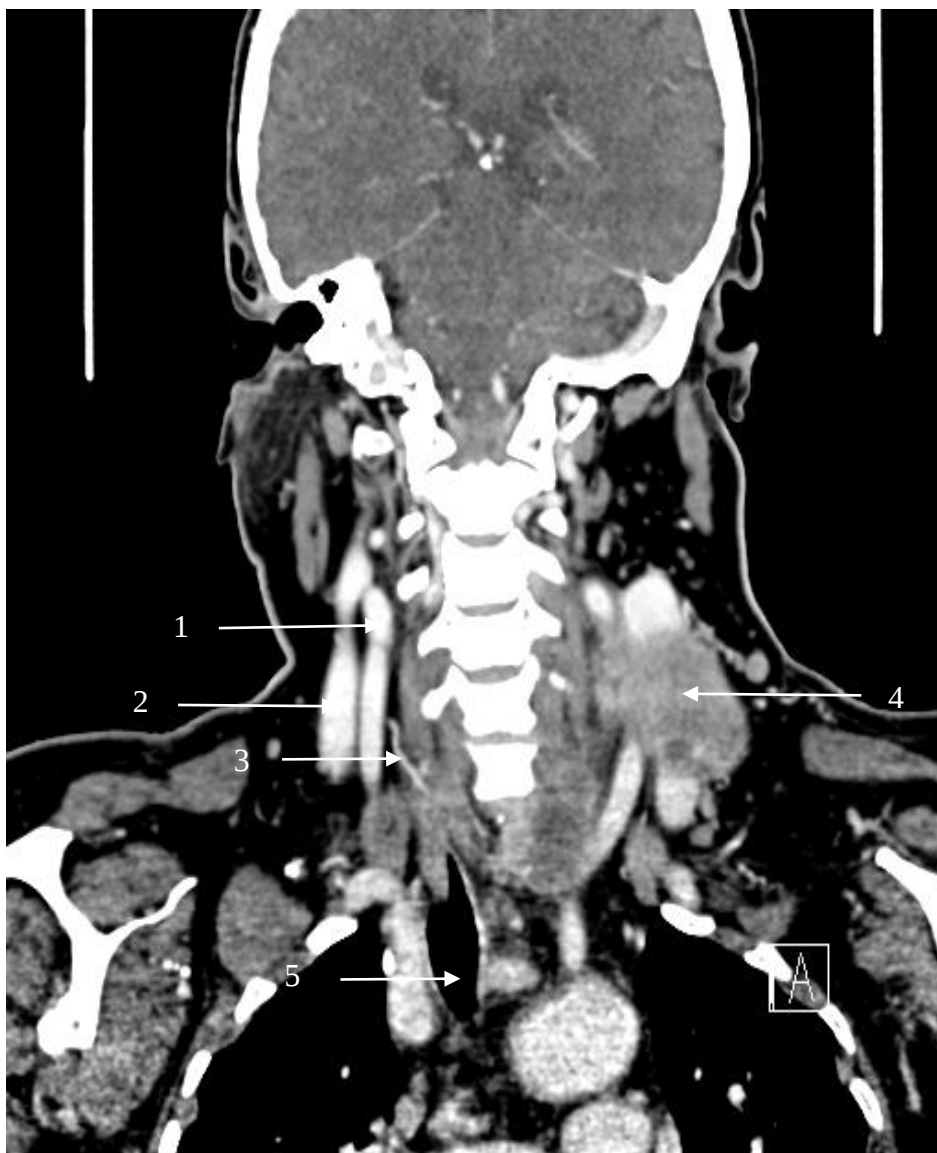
Imagine tomografică cu substanță de contrast în timpul venos și în incidență frontală
